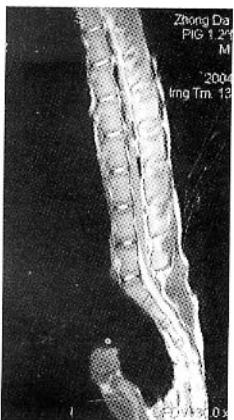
家猪 IDET 术后 1 周 MRI T2W L3-4、L4-5 间隙髓核高信号体积缩小, 周围呈明显低信号改变, 邻近脊髓未见异常信号
